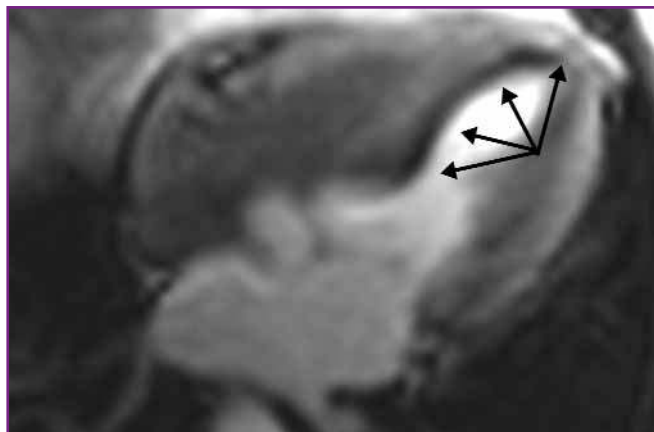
Vue 5 cavités du VG extraite d'une séquence d'IRM de perfusion au cours du stress (dipyridamole) chez un patient présentant une ischémie provoquée sous-endocardique antéro-septale (hyposignal, flèches).
